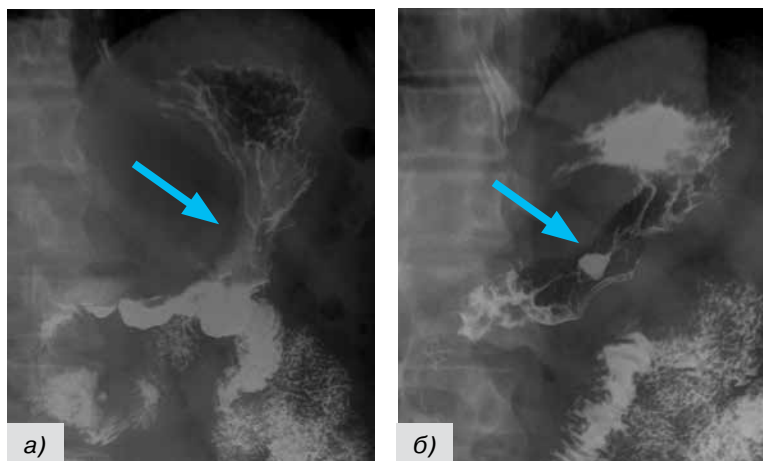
Снимки, рентгеноскопия: рак тела желудка с распространением от верхней до нижней трети субциркулярно (эндофитная форма) представлен дефектом наполнения с центральным изъязвлением, складки слизистой не прослеживаются, стенки регидны (рис. 2, а, б)
